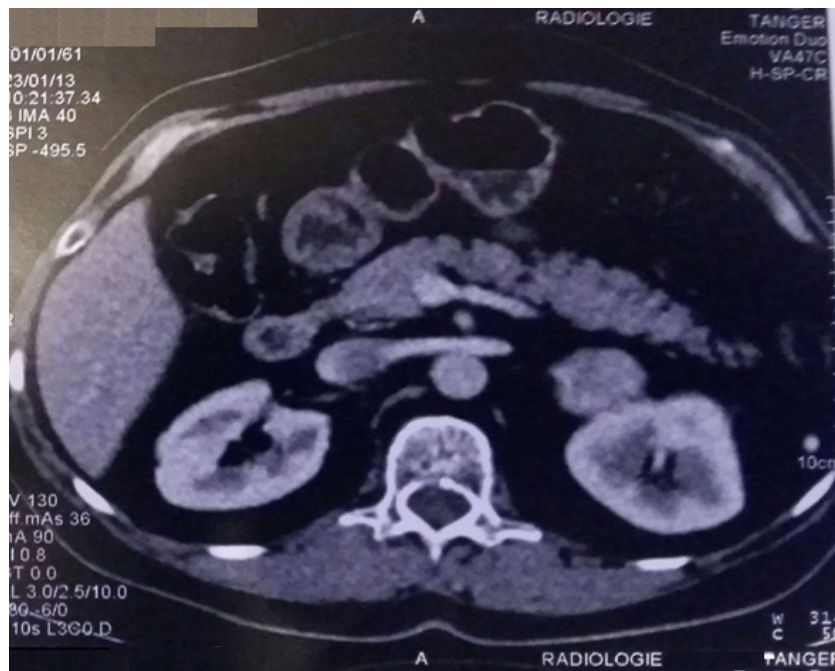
Une TDM surrénalienne qui montre un phéochromocytome, lésion bien limitée avec aspect « poivre et sel » typique. [Notre série]
